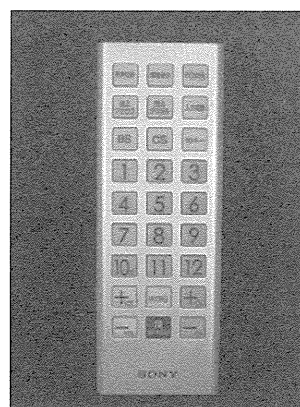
カバー装着用に選択したリモコン(SONY製、RM-PZ3SD)
